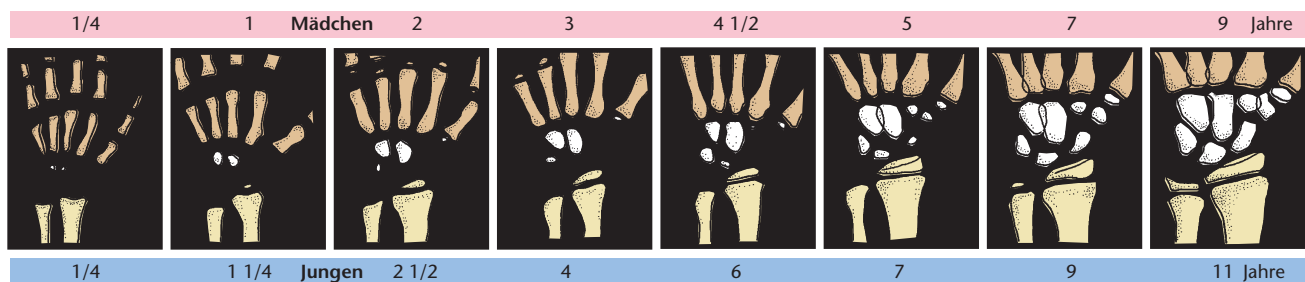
Röntgenologische Skeletaltersbestimmung mit Hilfe der Handwurzelknochen. Angegeben sind die Durchschnittswerte für Jungen und Mädchen. Die Knochenentwicklung verläuft bei Mädchen schneller als bei Jungen. [B116]
